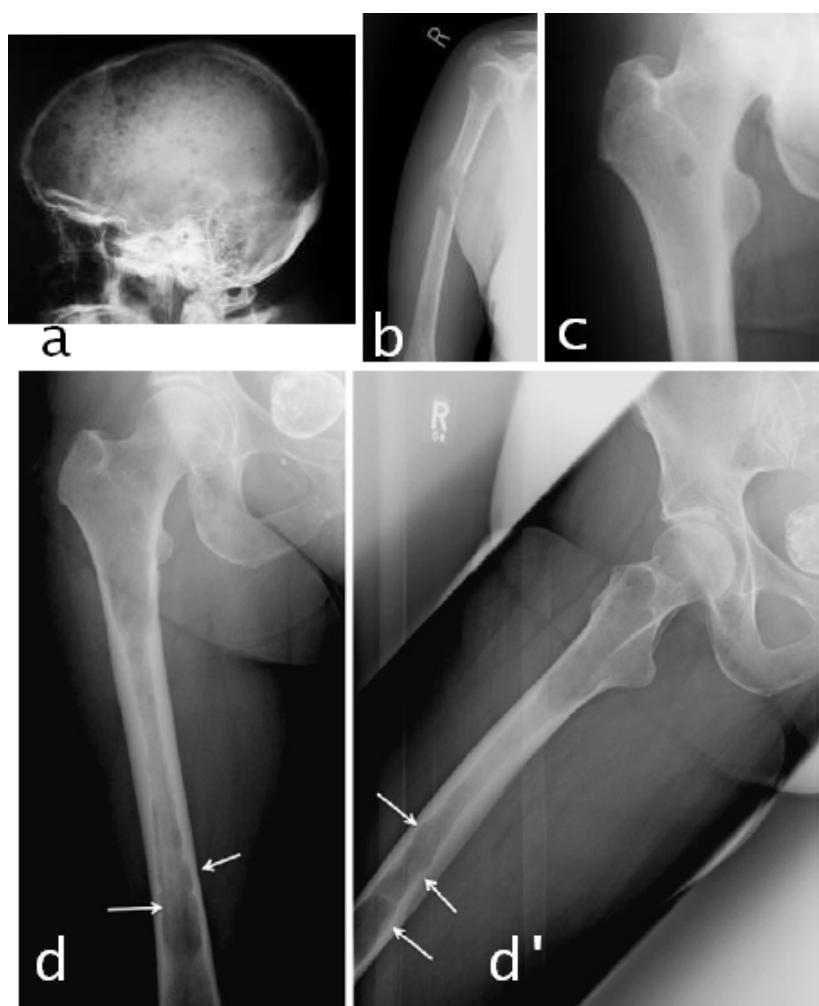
Radiographies pratiquées chez des patients porteurs de MM. -a- Radiographie de crâne en incidence de profil montrant des ostéolyses à « l'emporte pièce » très évocatrices du diagnostic. -b- Radiographie du bras droit en incidence de face montrant une ostéolyse diaphysaire rompant la corticale sans réaction périostée. -c- Radiographie de l'extrémité supérieure du fémur montrant une lésion ostéolytique arrondie type Ib intertrochantérienne centimétrique. (d et d') Radiographies du fémur droit en incidence de face et profil objectivant un processus ostéolytique médiodiaphysaire à point de départ médullaire donnant des résorptions endostées multiples (flèches) [149].
